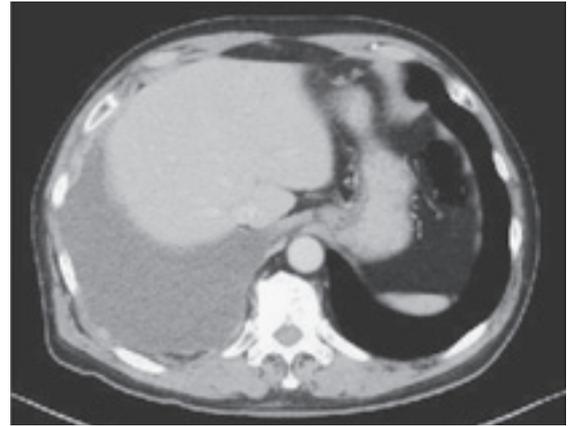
Thoracic CT shows a right pleural effusion. Some shadowing suggestive of pleural thickening is observed.
